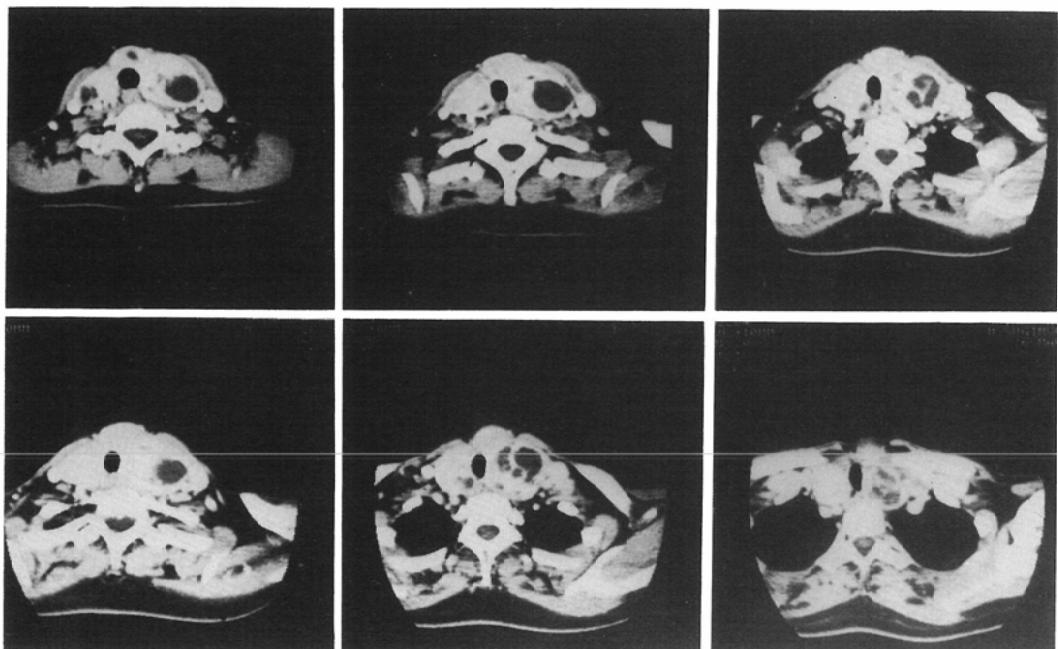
M.S. Adenomatous goiter, CT image
